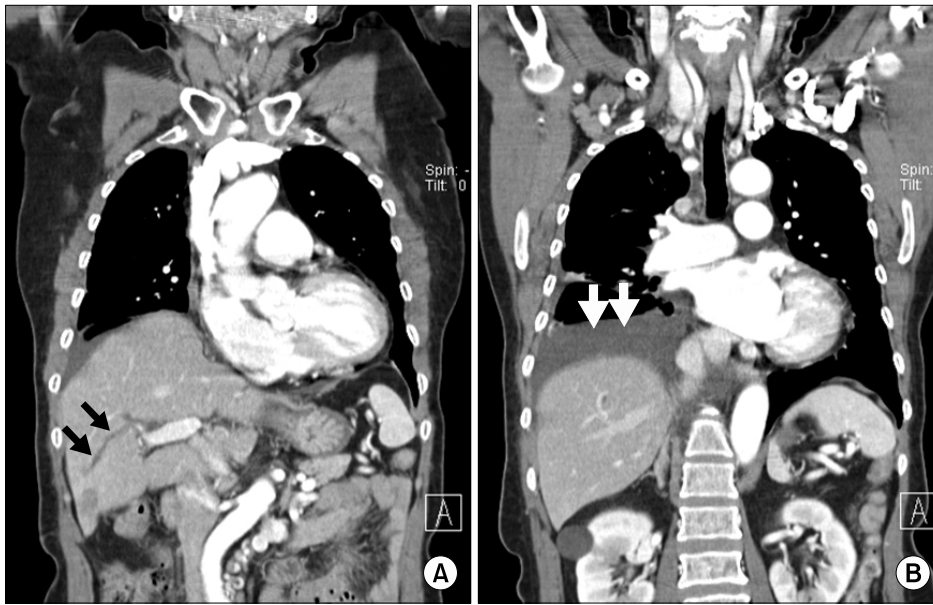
Chest CT scan shows remnant transhepatic biliary fistula (black arrows) after percutaneous transhepatic cholangioscopy (PTCS) tube removal (A) and right pleural effusion (white arrows) (B).
